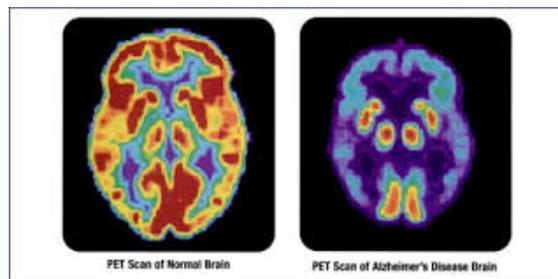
immagini PET di cervello sano e cervello di paziente con Alzheimer (27)
